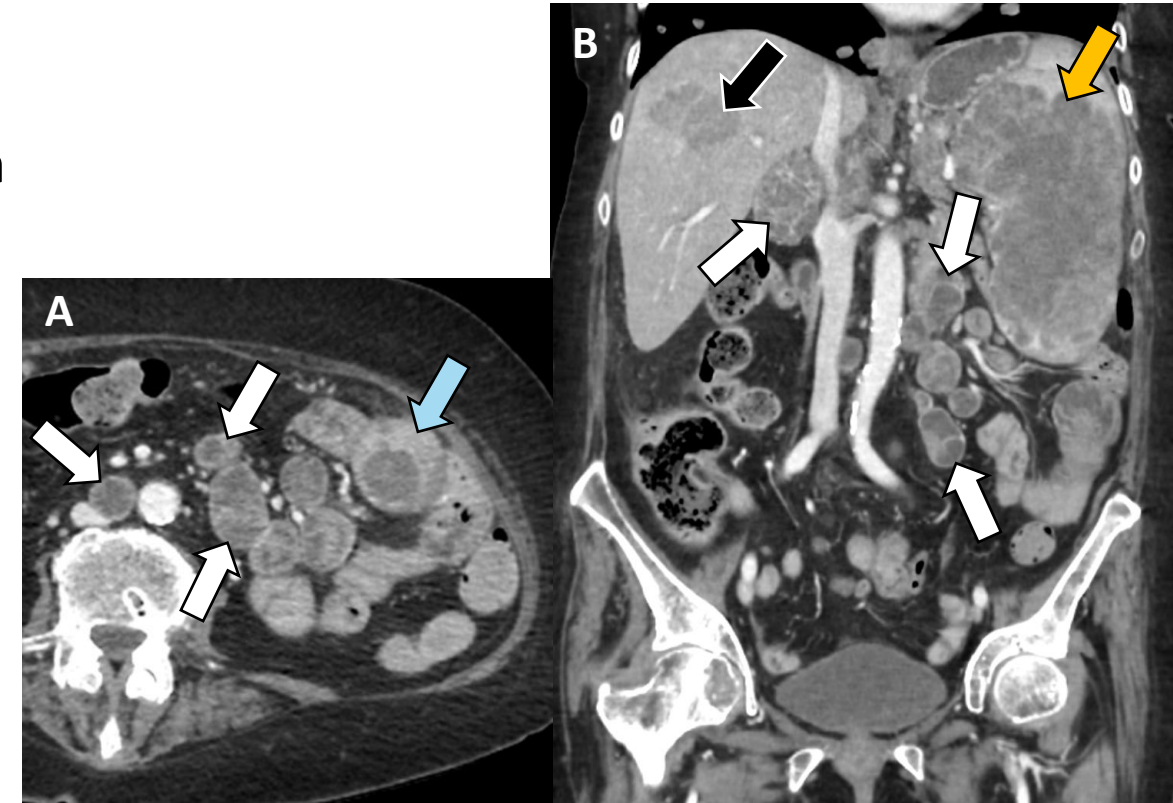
(A) TC portal axial y (B) coronal muestra múltiples nódulos redondeados heterogéneos en mesenterio (*flecha blanca*), hígado (*flecha negra*), bazo (*flecha naranja*) y asas intestinales (*flecha azul*), en relación con metástasis de melanoma.
